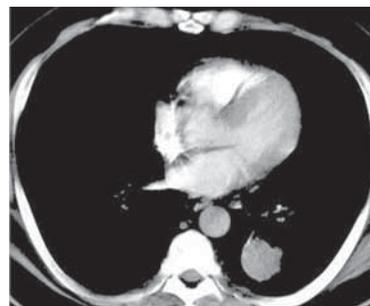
Bronchialkarzinom im 6. Segment links über 3 cm Grösse (damit T-Stadium T2). Computertomographie-Thorax-Aufnahme mit Kontrastmittel (mediastinales Fenster).
